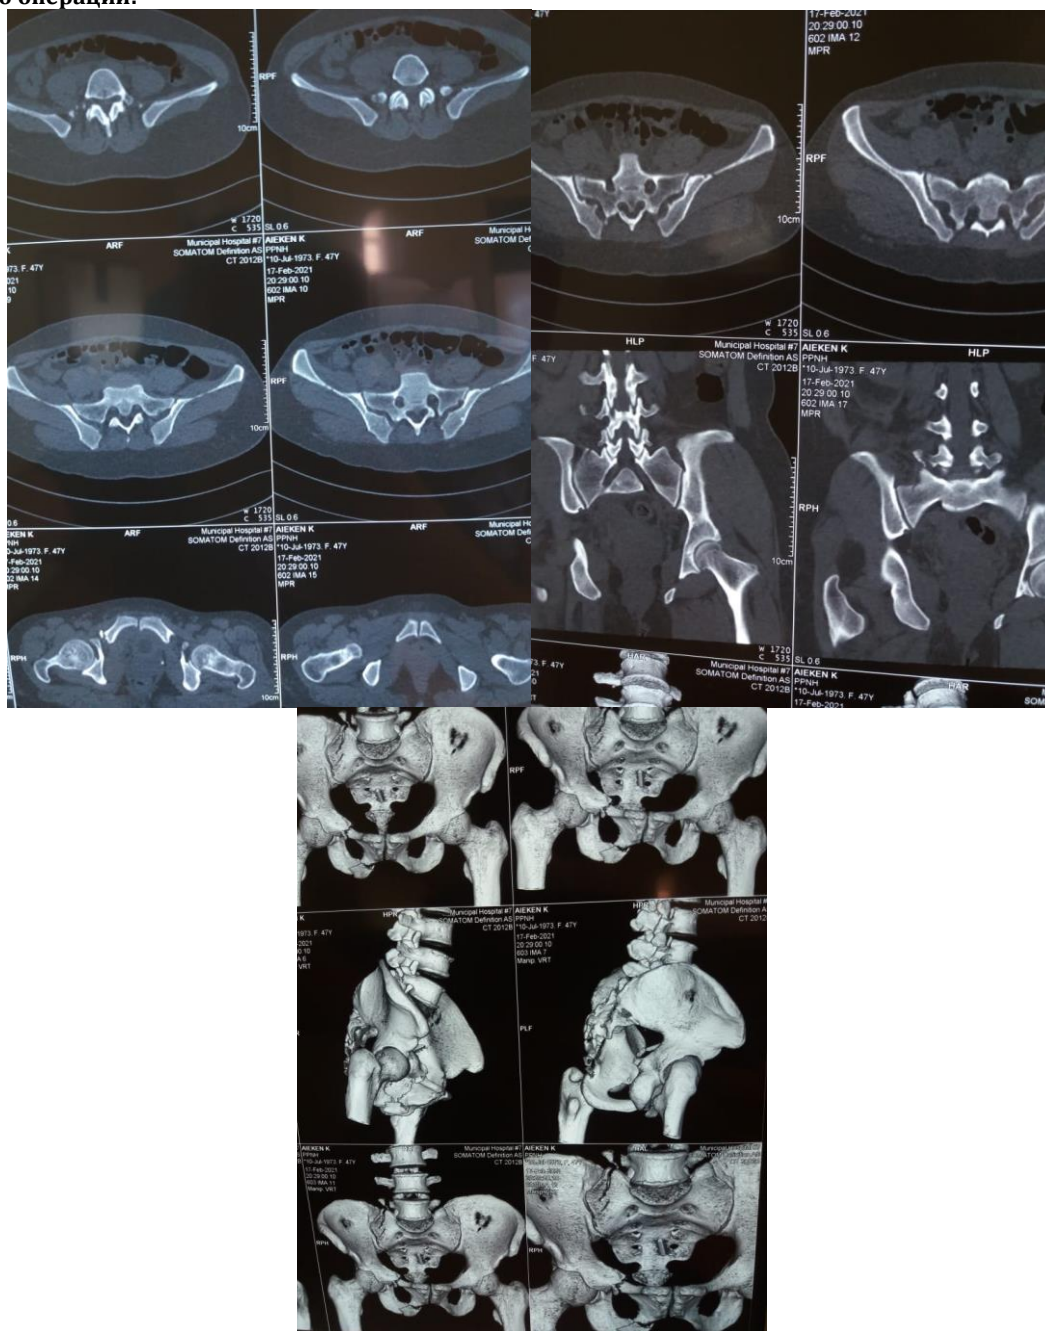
КТ исследование костей таза
